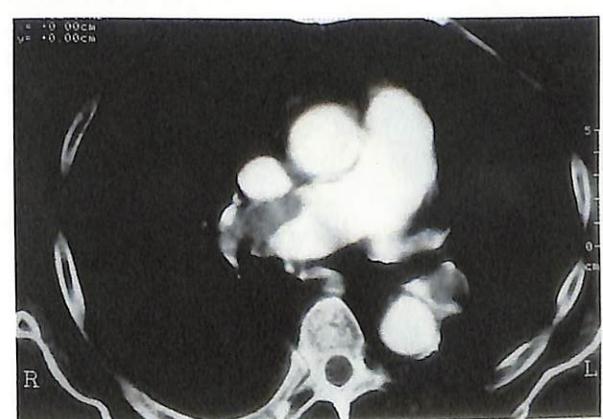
TAC: Trombos intravasculares vistos como lesiones hipodensas en arterias pulmonares derecha e izquierda.
